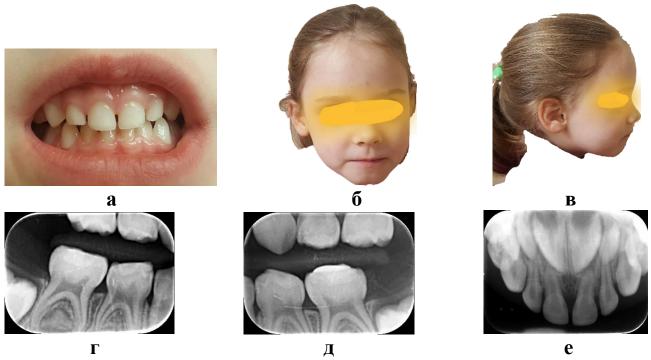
Пациентка в возрасте 4 лет после коррекции функциональным корректором «Habit off»: фото зубов спереди (а), фото лица в анфас (б) и профиль (в), прикусные (г, д) и прицельный (е) рентгеновские снимки
